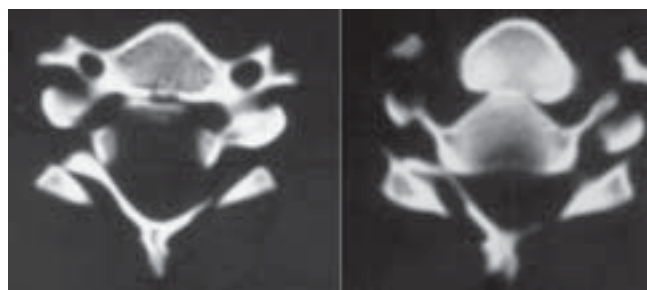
B. Tomografía computarizada donde se observa ensanchamiento del canal raquídeo y doble imagen de cuerpo vertebral.
